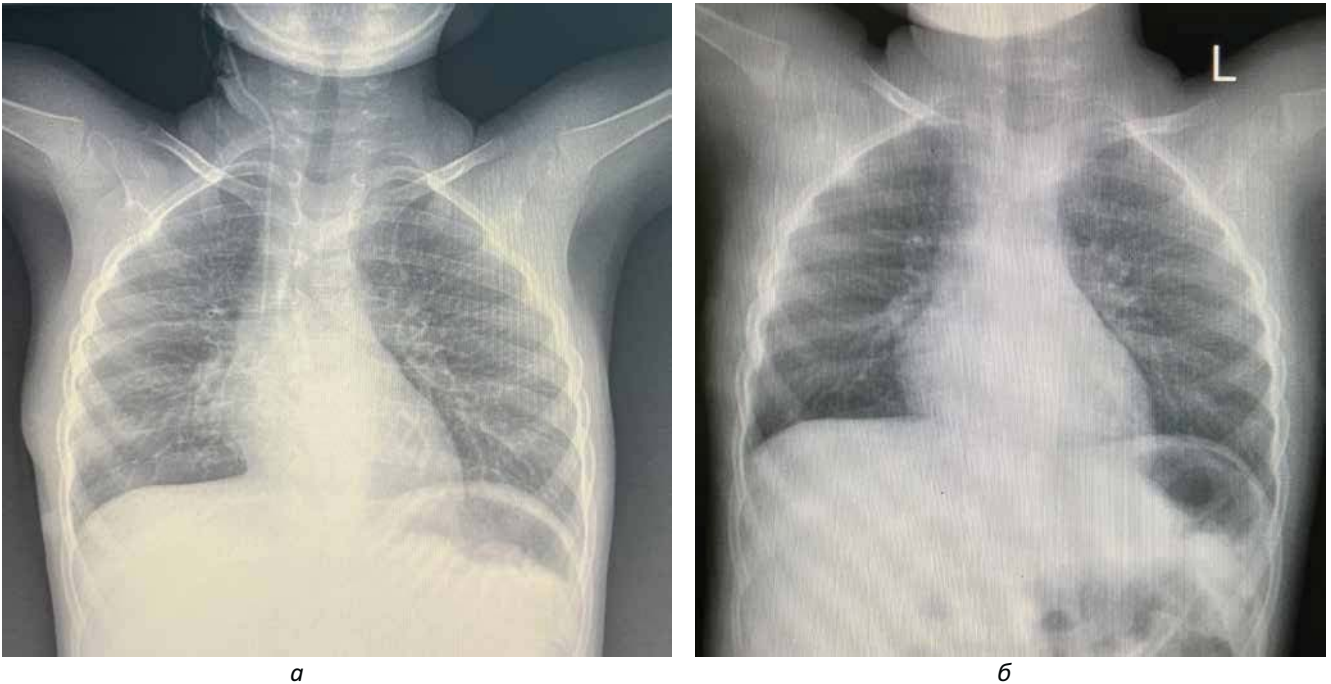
Рентгенограма грудної клітки: а – 9-та доба після операції; б – 1 місяць після операції
